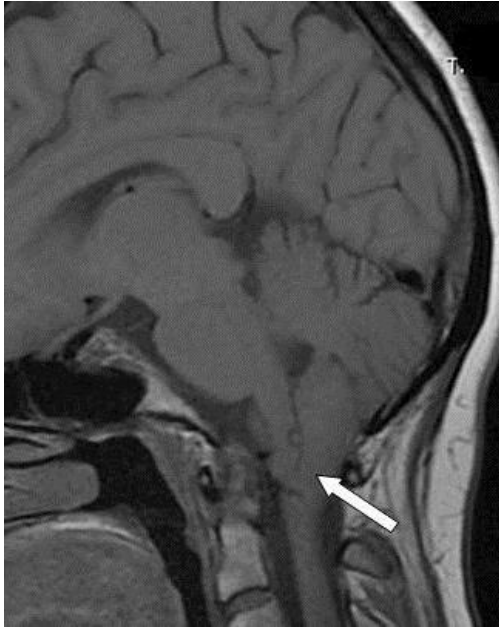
Cette coupe d'IRM montre les mêmes structures vues dans la figure 4 (LCR en noir à nouveau). Les amygdales cérébelleuses (flèche blanche) sont volumineuses et exceptionnellement basses, (malformation de Chiari) avec une disparition du LCR au niveau de la cisterna magna (flèche blanche dans la figure 4).
